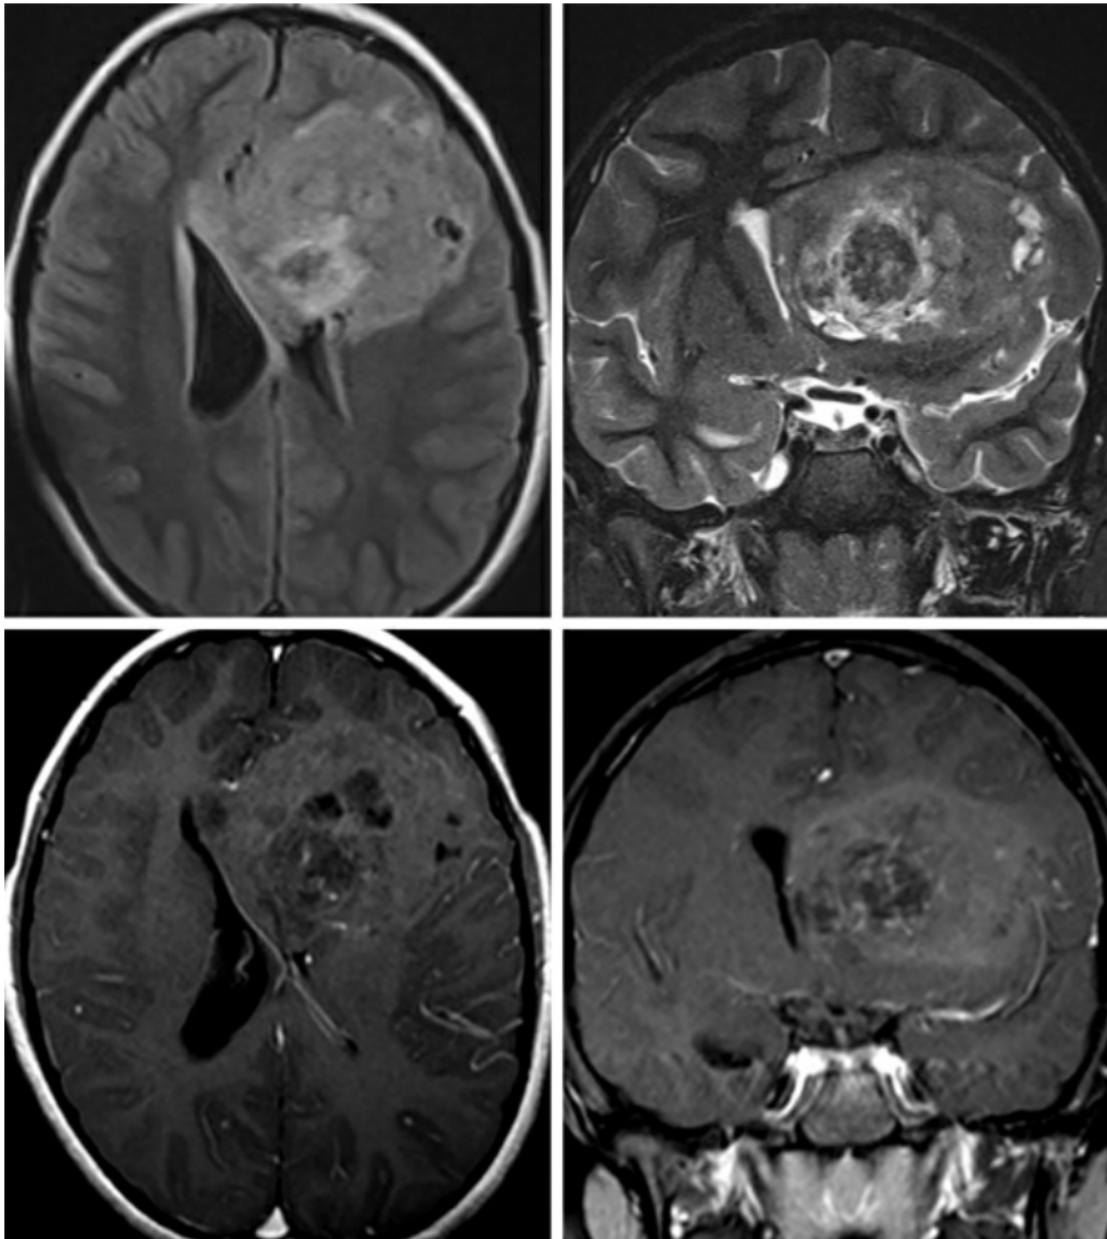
这是一例左侧额叶神经节胶质细胞瘤，在 FLAIR 加权相（左上）上为高信号，STIR 加权相（右上）也为高信号，伴有局部区域低信号出血灶（非典型表现），肿瘤前部被高信号的水肿环绕（左上），外周可见囊性改变，尤其在 STIR 加权相上更明显（右上）。增强加权相上仅有轻度强化（左下-轴位增强加权相，右下-冠状位增强加权相）
